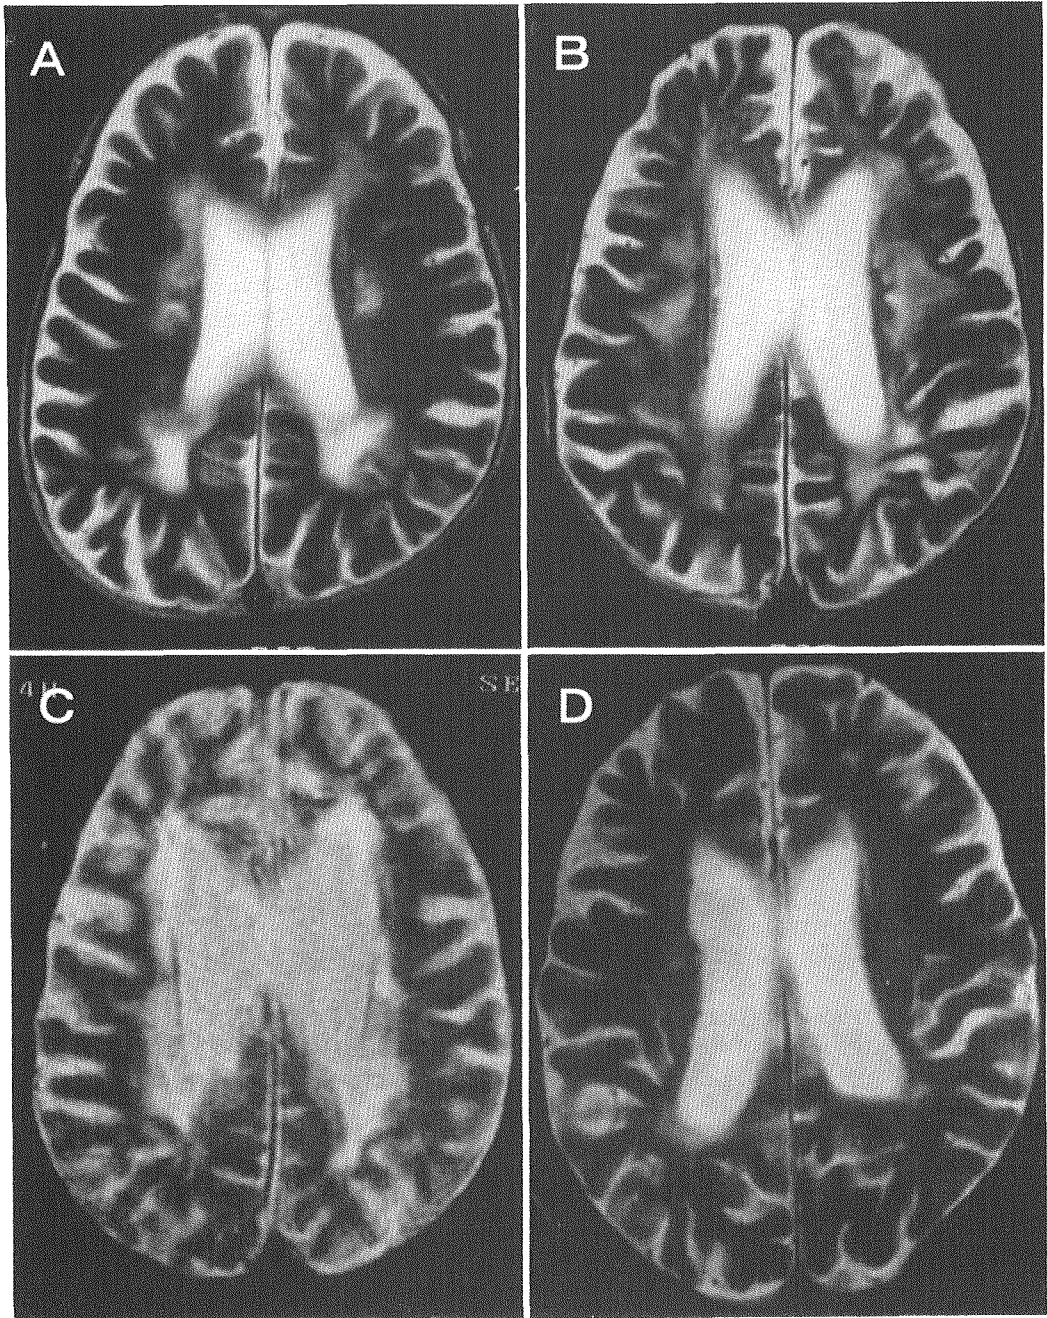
症例1から症例4の頭部MRI T<sub>2</sub>強調画像
